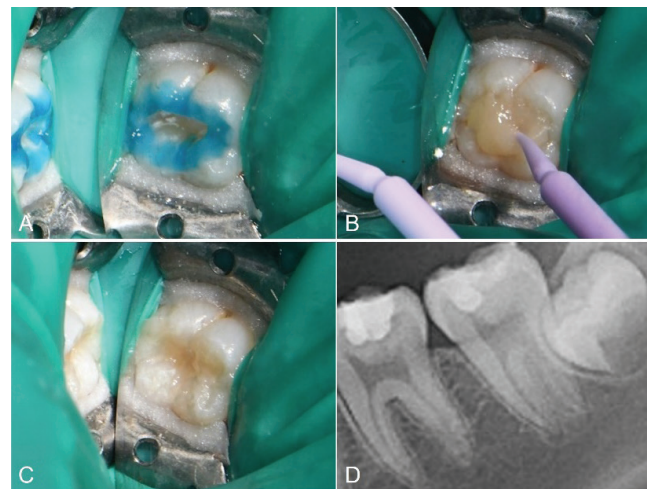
A. Selective etching is done with 37% phosphoric acid. B. Stamp is placed and gently pressed. C. Photograph after applying stamp on teeth. D. Postoperative periapical radiograph.
